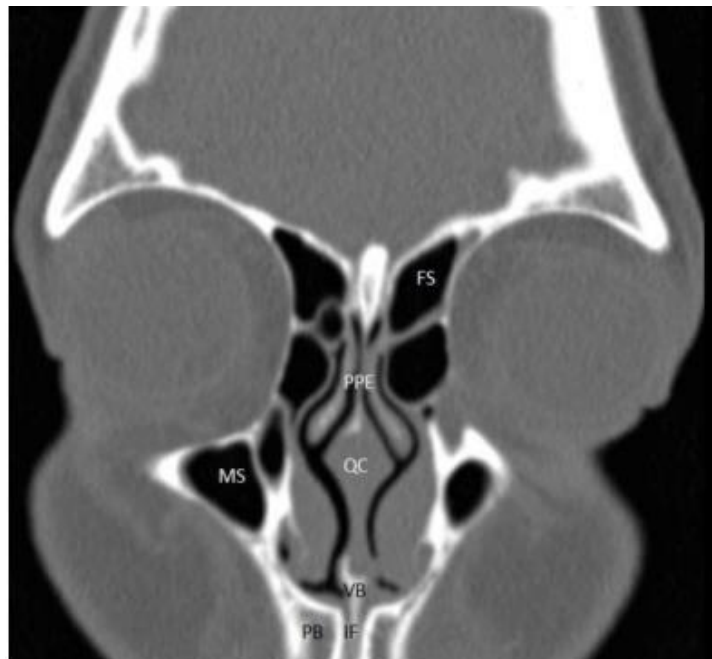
Reformatação coronal de TC dos SPN; FS: seio frontal; PPF: placa perpendicular do etmoide; QC: cartilagem quadrangular; MS: seio maxilar; VB: osso vômer, IF: forame incisivo; PB: osso palatino.(1)
